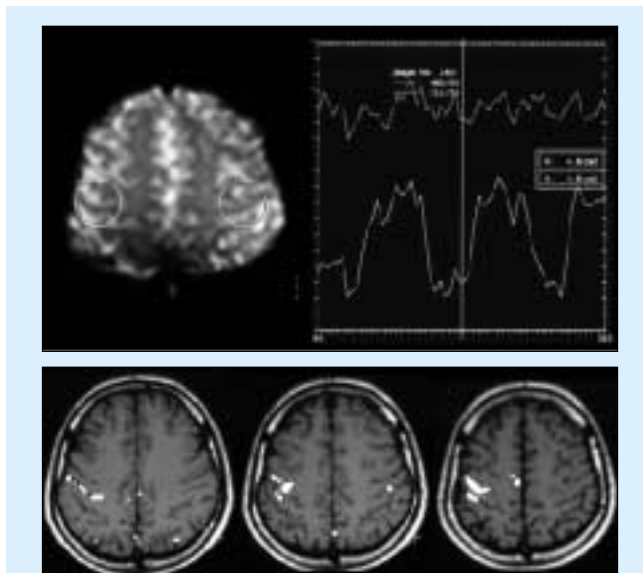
左手掌握運動による functional MRI
